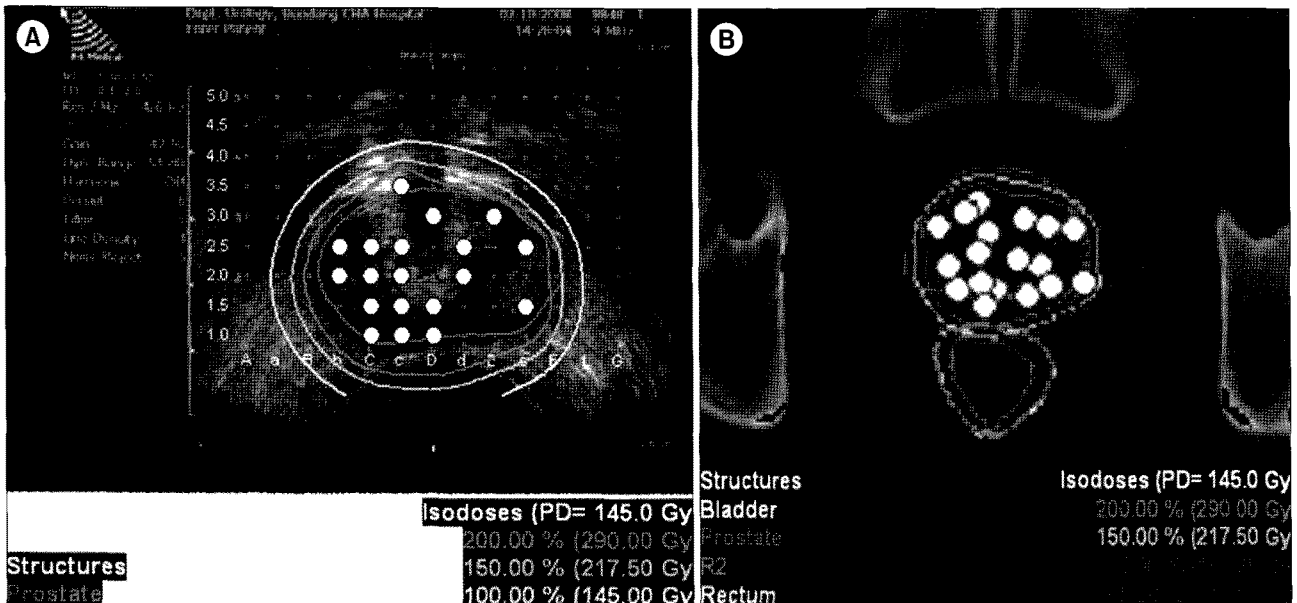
Isodose curve of permanent brachytherapy. (A) Intraoperative transrectal ultrasound (TRUS) based plan. Isodose curve acquired from intraoperative TRUS based plan. (B) Postoperative computed tomography based plan. Isodose curve acquired from postoperative CT based postplan. Dots represent the location of seed. R2 represents rectal wall confined in the irradiated level.
